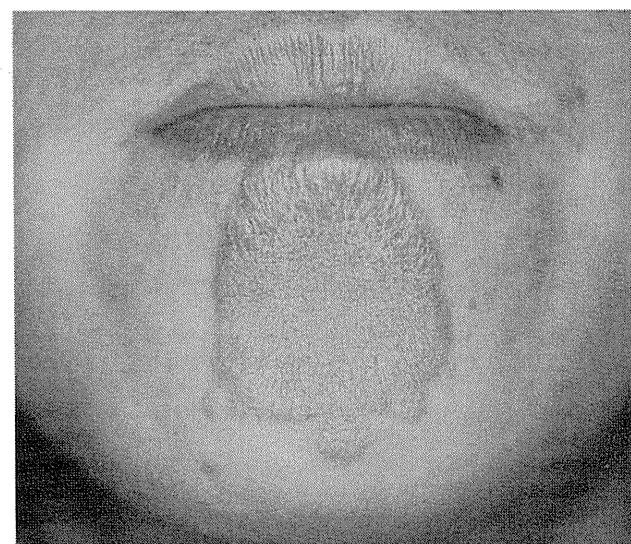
少菌型(PB)の浸潤のある紅斑局面(BT)。皮疹表面は乾燥性で、中心部は軽快傾向を示している。衛星皮疹を認める。
